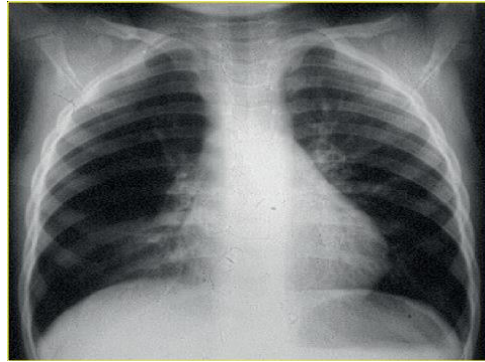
Radiografía tórax (inspiración): desviación del mediastino hacia el hemitórax derecho, insuflación pulmonar ipsilateral más atelectasia lóbulo medio
